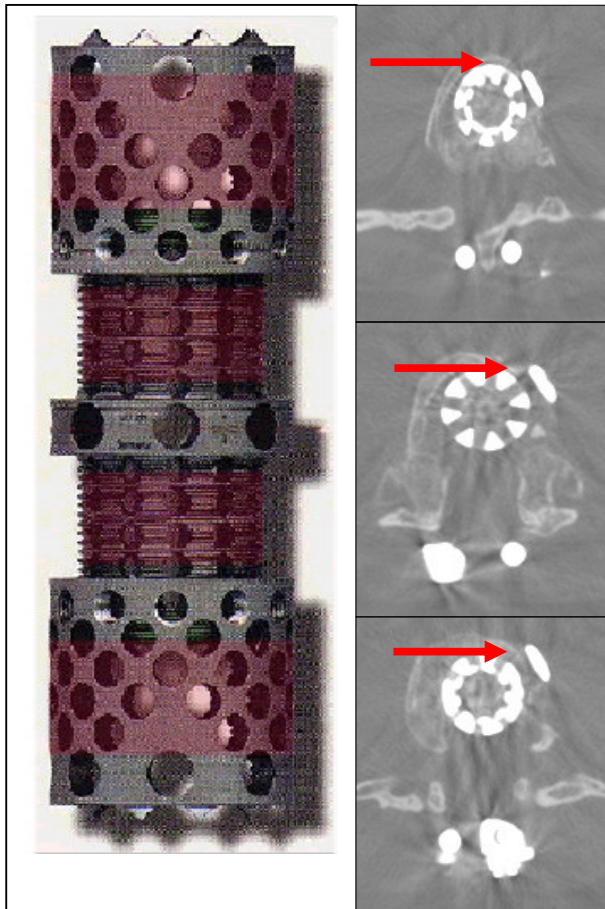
Beurteilung der knöchernen Fusion im CT auf drei definierten Schnittebenen
